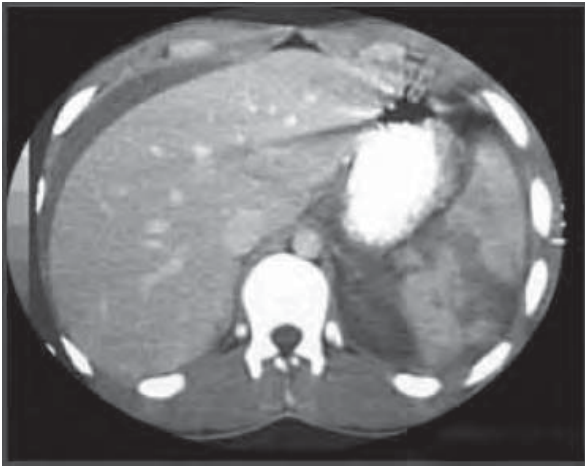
/12.- TAC de abdomen. Traumatismo con efracción completa del bazo.
